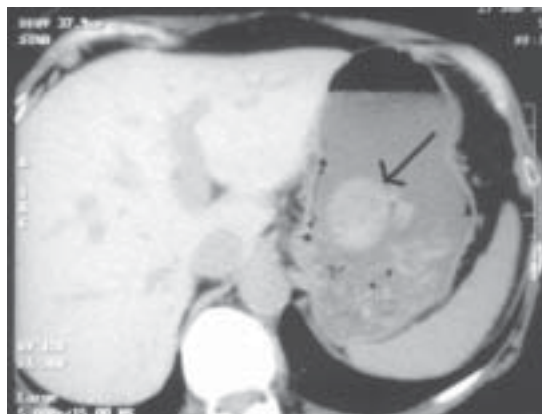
Tomografía computada de abdomen y pelvis: Se observa una lesión redondeada, de bordes netos en el estómago (flecha).
